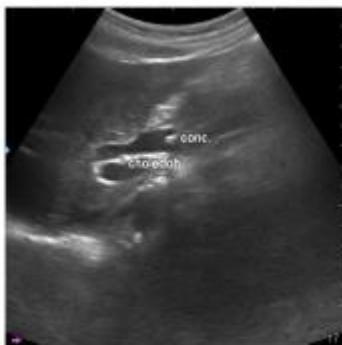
УЗИ. Холедохолитиаз
